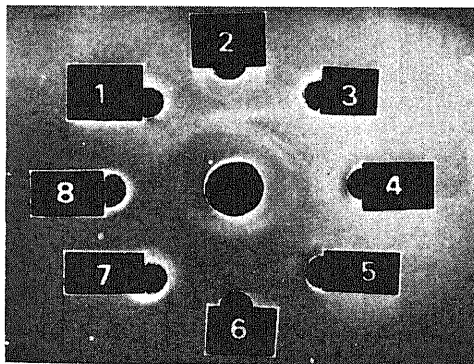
Immunodiffusion pattern of unabsorbed rabbit antisera in a central large well with ultrasonic homogenates of insoluble liver cell surface membranes ①, liver ②, kidney ③, renal cell membranes ④, skeletal muscle ⑤, serum ⑥, heart ⑦ and spleen ⑧.
